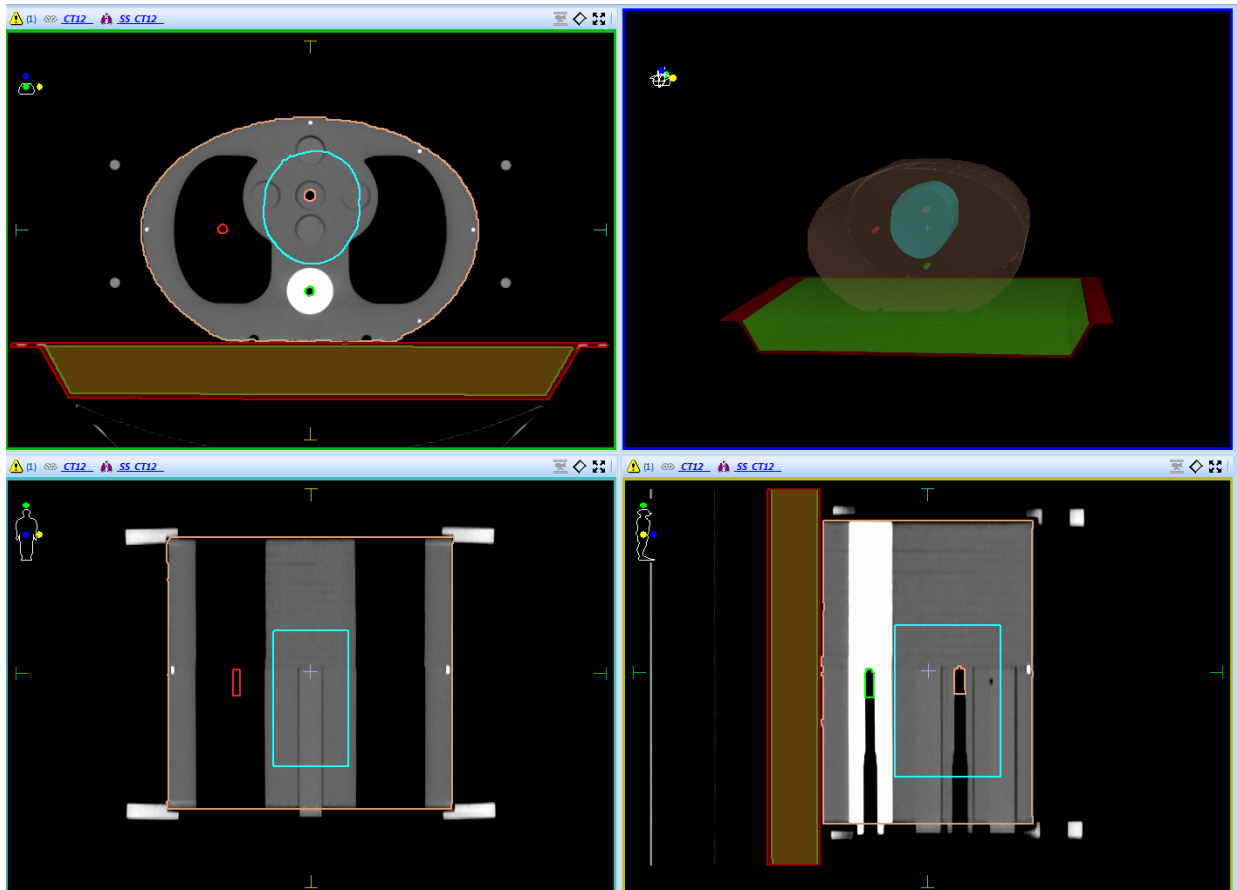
Imagen de TC y reconstrucción del fantoma antropomórfico de tórax con contorno de PTV cilíndrico de diámetro mayor y posiciones de cámara de ionización.
